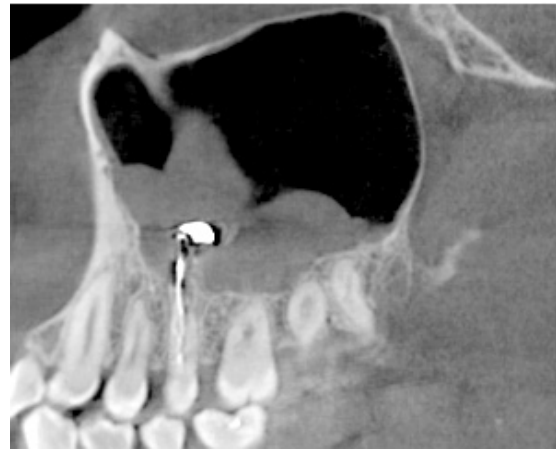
Смешанная форма ятрогенного верхнечелюстного синусита справа. Инородное тело в просвете синуса – корневой герметик. Конусно-лучевая компьютерная томограмма (фронтальный срез)
